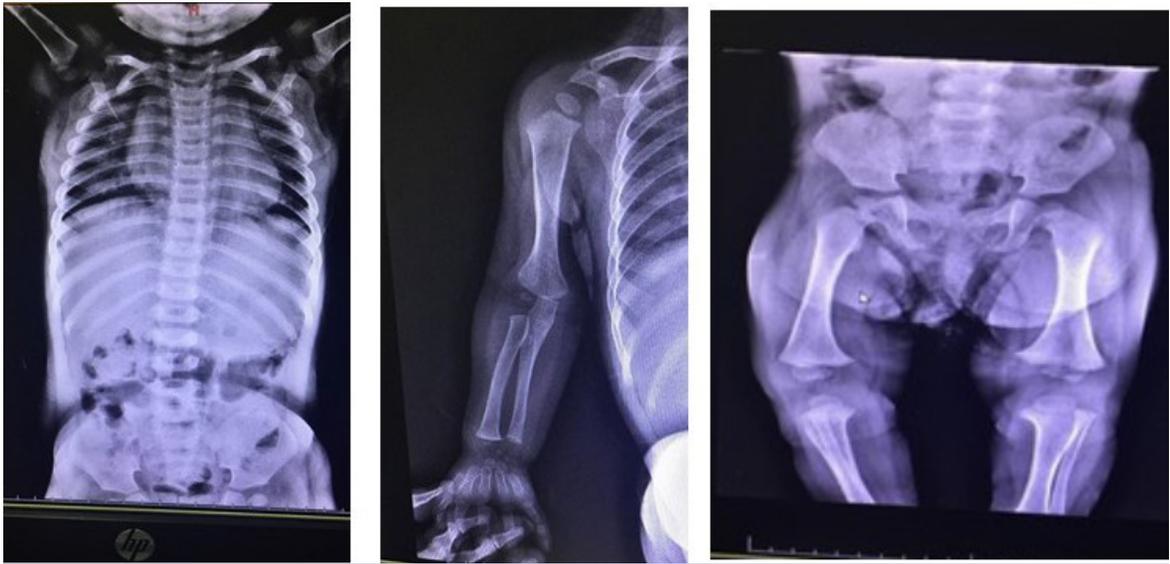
Radiografías de la paciente.
